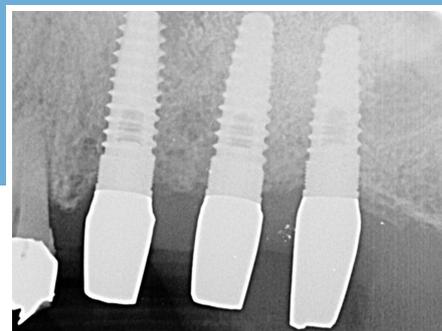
Radiografia di controllo a 9 mesi dall'intervento.
